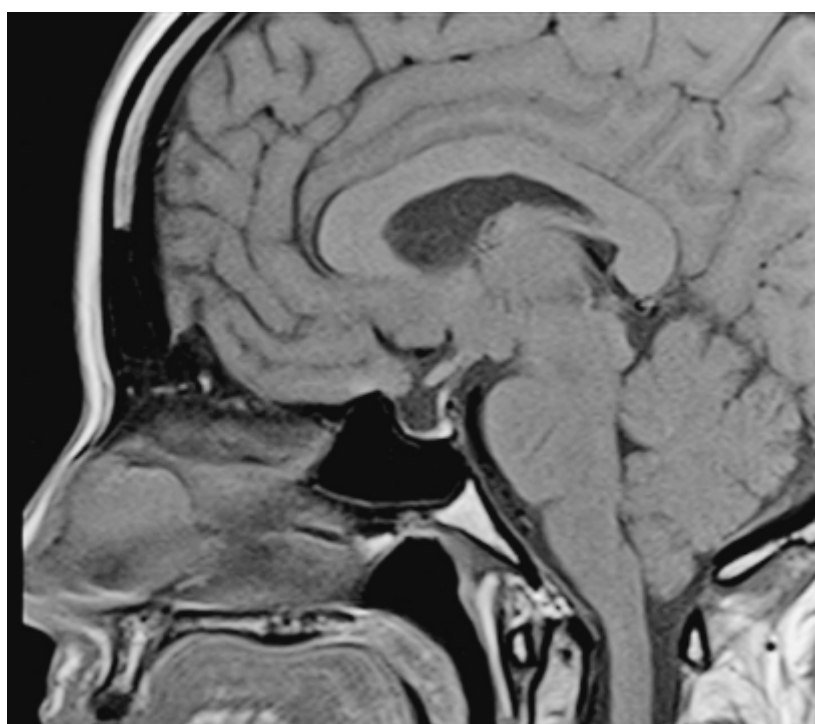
Ressonância magnética de sela túrcica de paciente com síndrome de Sheehan (necrose hipofisária pós-parto), observando-se a ausência de tecido hipofisário detectável (*sela vazia*).
